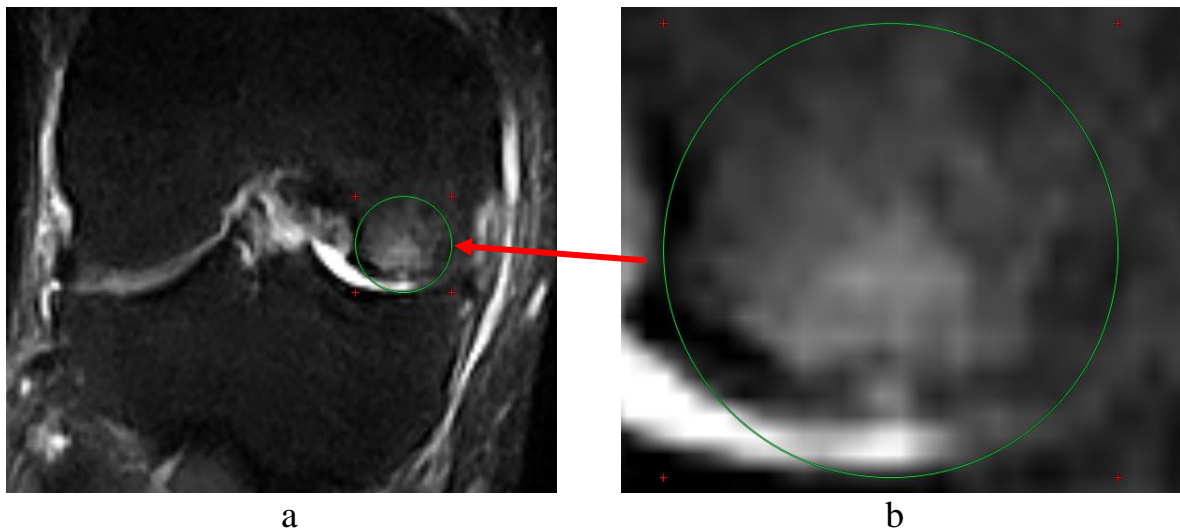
Данные первичной МРТ у пациента А: а – общая картина; б – увеличенный масштаб
